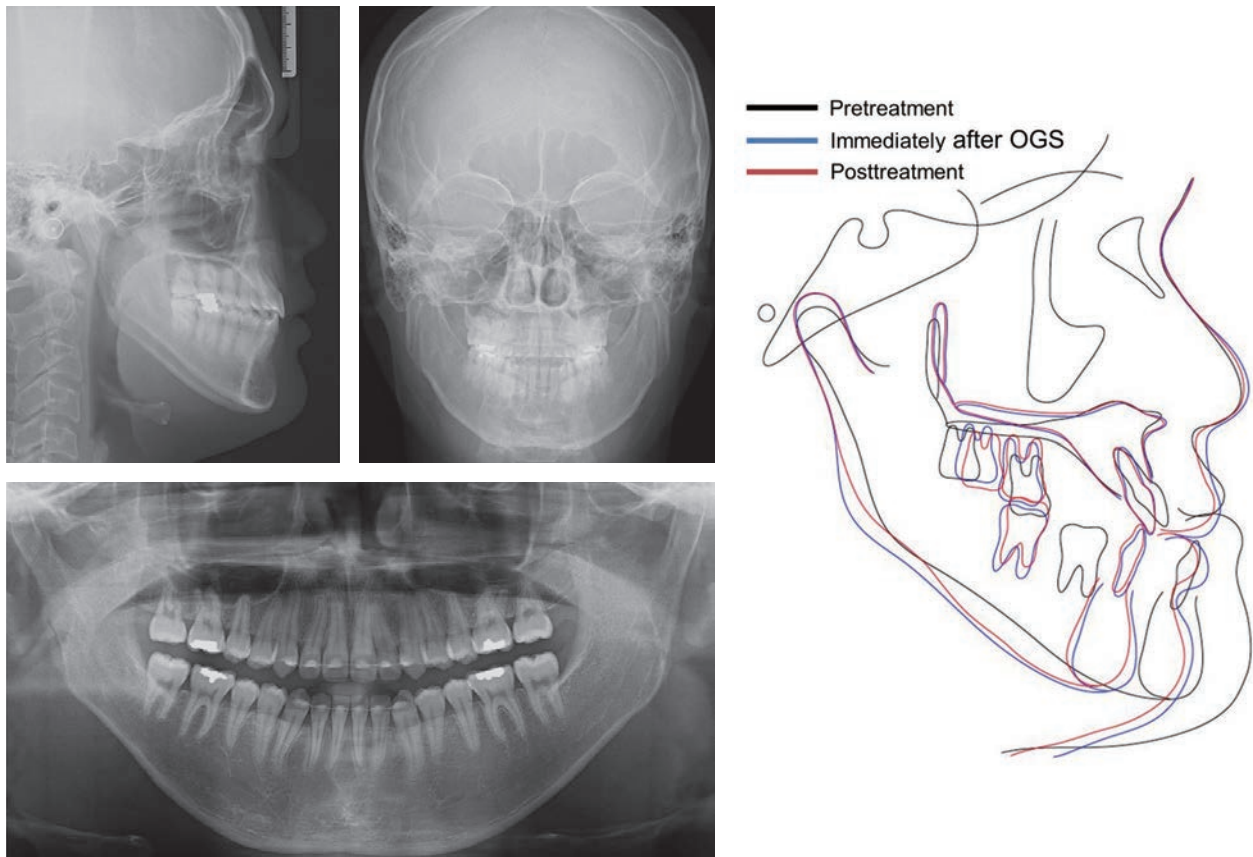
Posttreatment cephalometric and panoramic radiographs and superimpositions before, during, and after treatment.
